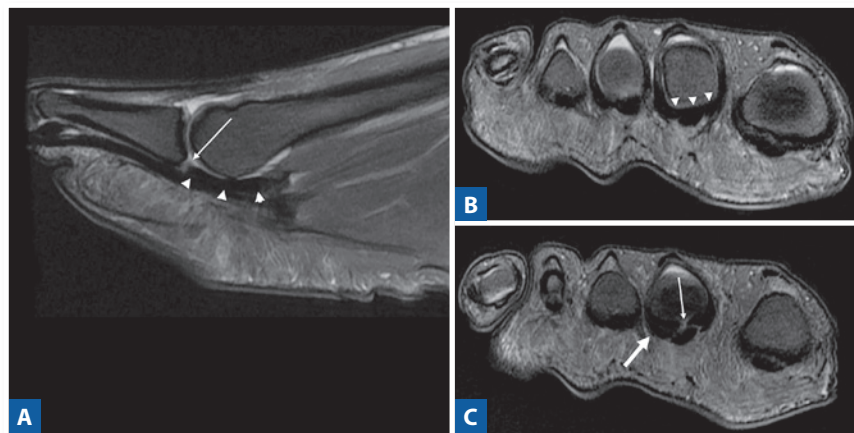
Anatomia da placa plantar. Imagens de RM. (A) Imagem sagital, sequência ponderada em T2 com saturação de gordura. (B, C) Imagens coronais, sequências ponderadas em T2 com saturação de gordura. Placa plantar (ponta seta). Sulco central nas imagens sagital e axial, que não deve ser confundido com ruptura (seta fina). Complexo plantar insercional lateral, onde frequentemente se inicia a lesão, nome do termo phalangeal apparatus adaptado pelos autores (seta espessa).
